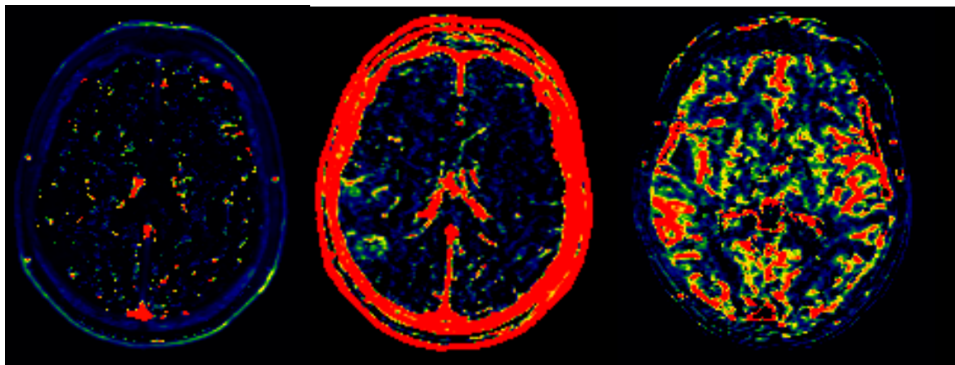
Exemples de cartes paramétriques de DCE-IRM pour un patient présentant un EBI.
